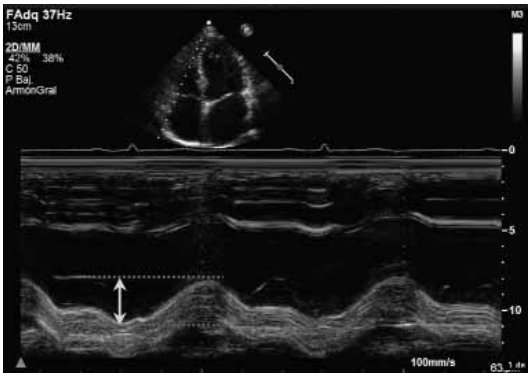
Modo M obtenido a nivel del anillo tricuspídeo en la proyección apical 4 cámaras. El TAPSE (*tricuspid annular plane systolic excursion*) mide el desplazamiento longitudinal del anillo, lo que da información indirecta de la función ventricular derecha.
